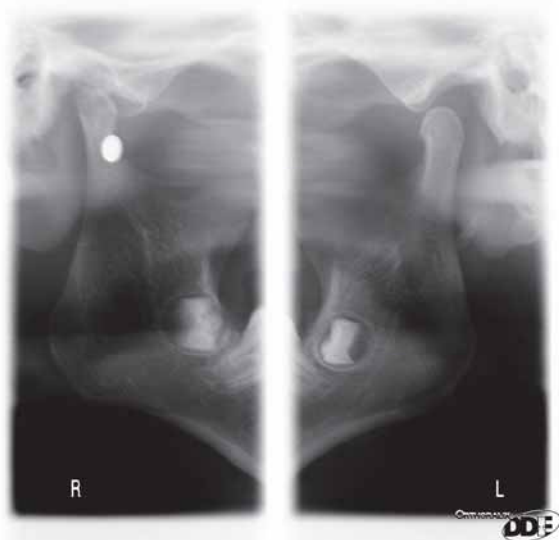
Експериментальна рентгенографія СНЩС людини на апараті Vixwin PRO.
